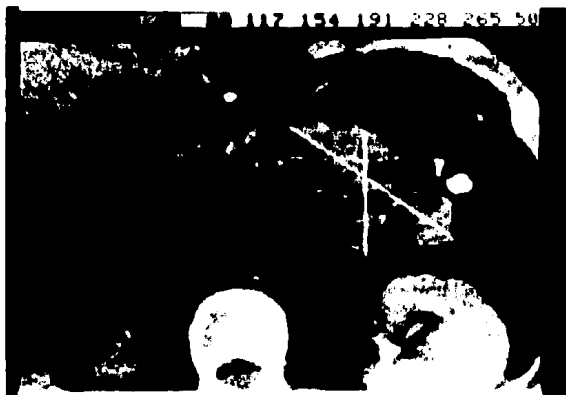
Tomografía axial computarizada en la que se aprecia una tumoración de 77 por 51 - mm. en el cuerpo del páncreas, correspondió a un gastrinoma maligno.
